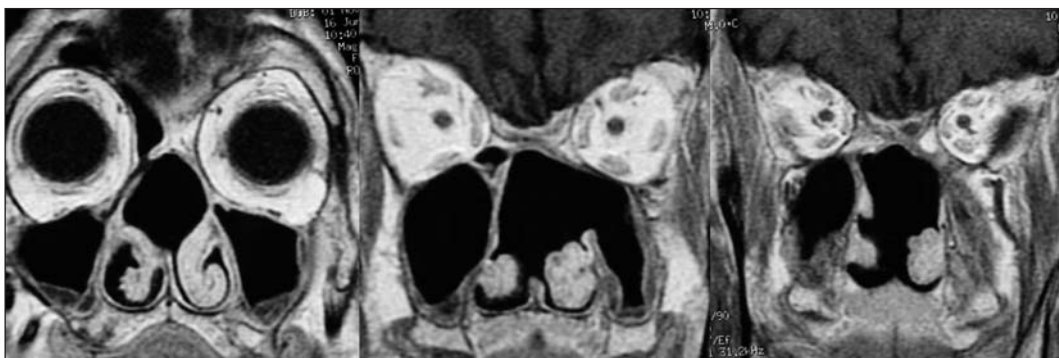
Resonancia magnética postoperatoria del paciente a los 4 años de la cirugía.
